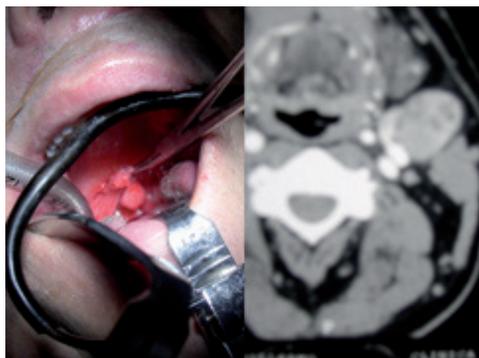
Paciente con carcinoma escamocelular de amígdala izquierda T1N1Mo, estadio III, con papiloma oral de paladar blando. La tomografía contrastada demuestra adenopatía de 3 cm.
